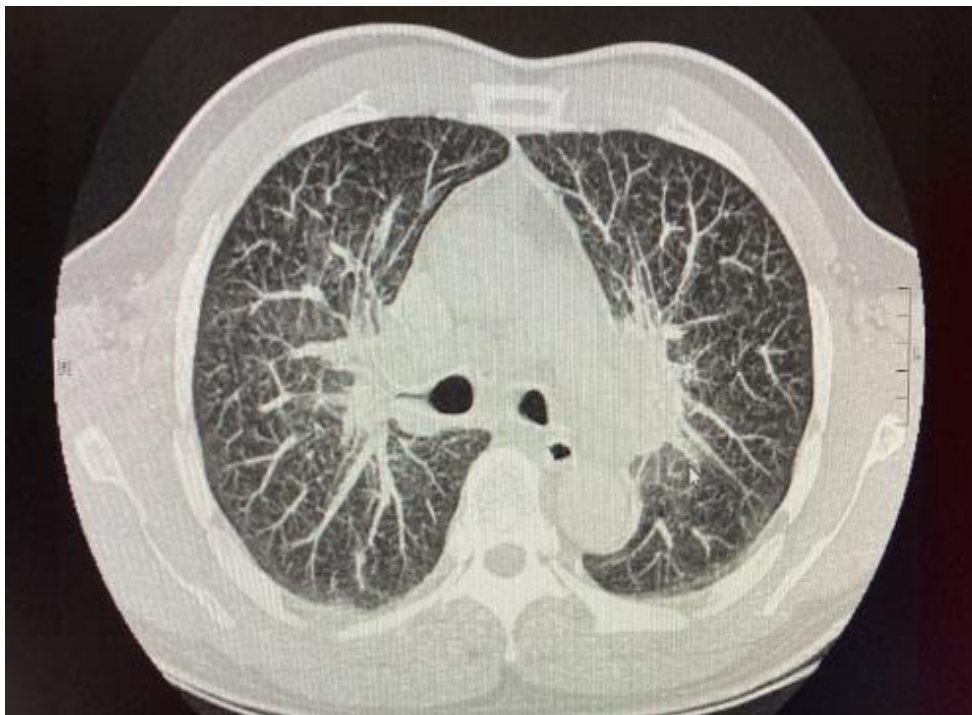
TC torace del paziente eseguita a giugno 2020; primo riscontro di fibrosi e aree di addensamento.
